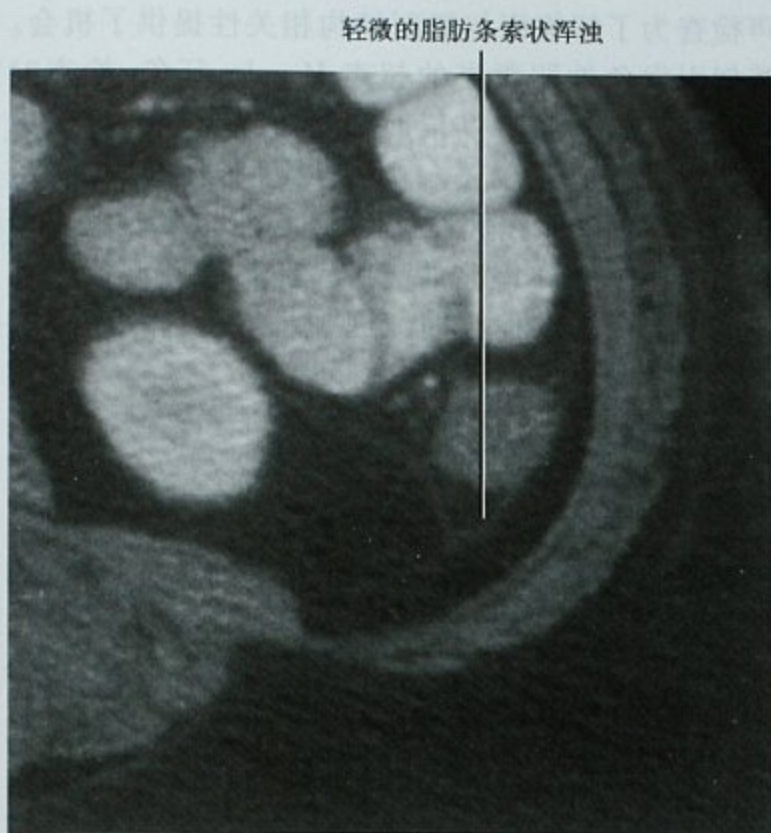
早期憩室炎 CT 表现,增强 CT 横断位图像显示邻近脂肪轻微浑浊,与其他部位相比侧锥筋膜轻度增厚。体检显示局部压痛正在这个部位。相邻图像显示结肠憩室(未提供)
